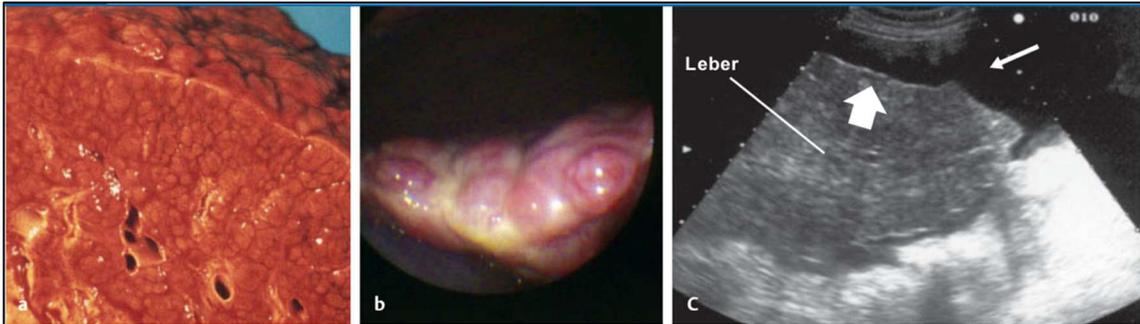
Schnittfläche, makroskopisches und sonografisches Bild einer Leberzirrhose.
